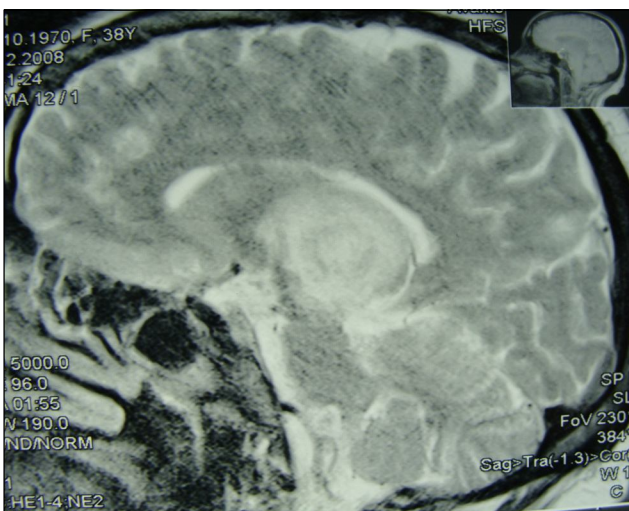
МРТ головного мозга, T2-ВИ, сагиттальная проекция
